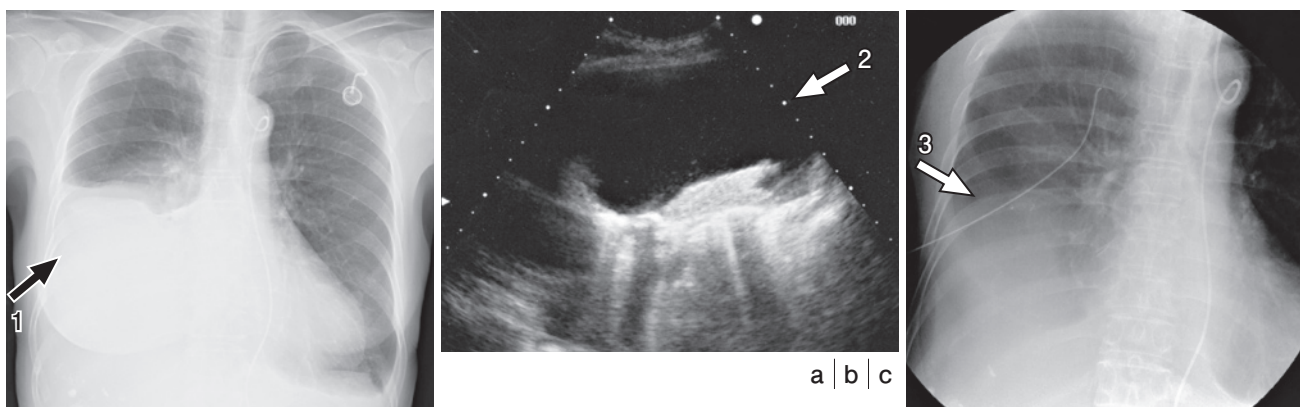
超音波マーキング経皮的胸水ドレナージ(肝癌動注療法症例，右胸水貯留)
